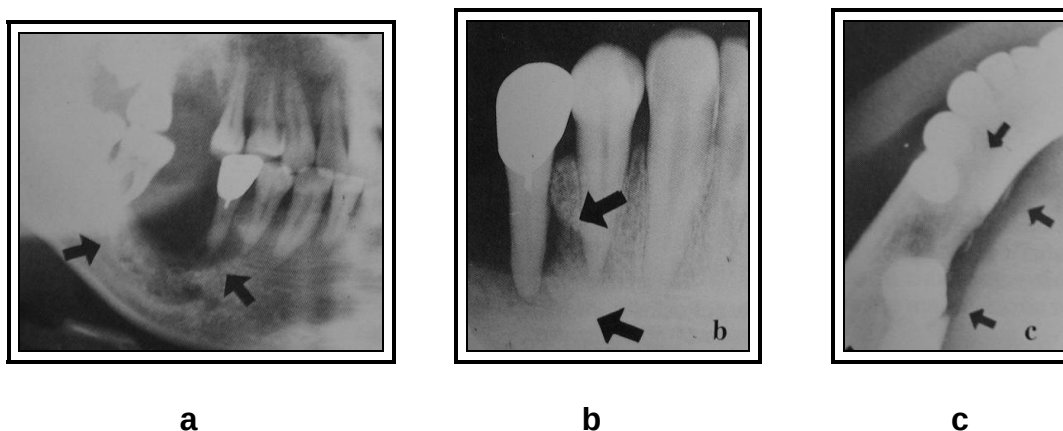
Carcinoma Epidermoide. Vista panorámica del primer molar inferior derecho, condición posexodoncia (Diagnóstico erróneamente como periodontitis). Aspecto “apolillado” con límites irregulares y aspecto de diente “flotando” (a); Radiografía periapical mostrando destrucción difusa por reabsorción del hueso alveolar alrededor del segundo premolar inferior derecho (b); Vista oclusal mostrando destrucción ósea infiltrativa, límites imprecisos, Destrucción de los bordes cortical lingual (c). (Tomado del Atlas de Diagnósticos de imágenes radiográficas de la cavidad bucal Higashi 1992, pág. 114)¹⁸
